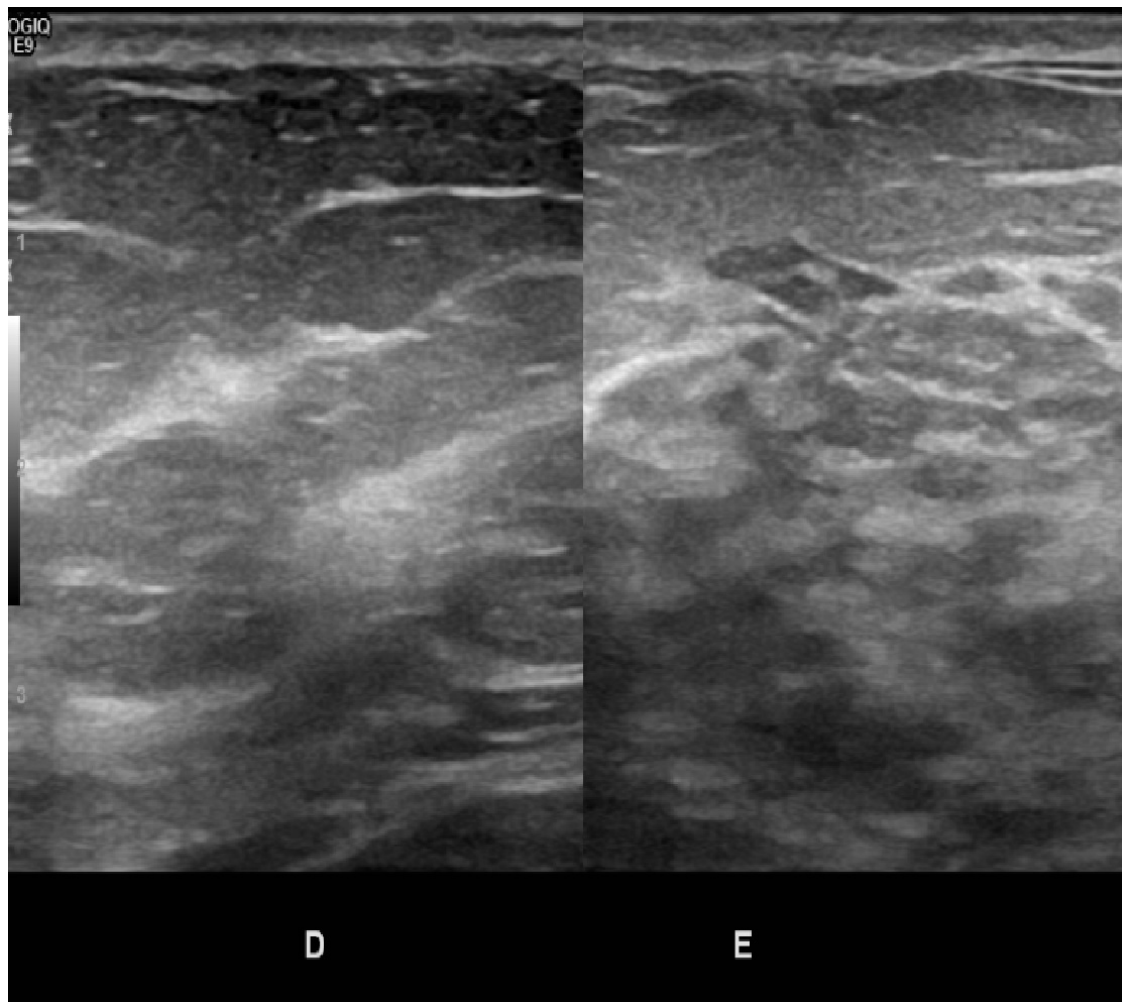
Imagens de ultrassonografia de mamas. (A) Mama esquerda evidenciando alteração difusa da ecotextura do parênquima, sem definição de nódulos. (B) comparação da ecotextura do parênquima mamário direito e esquerdo.
